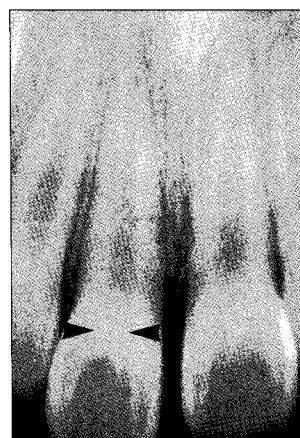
Periapical radiograph after 6 months.
